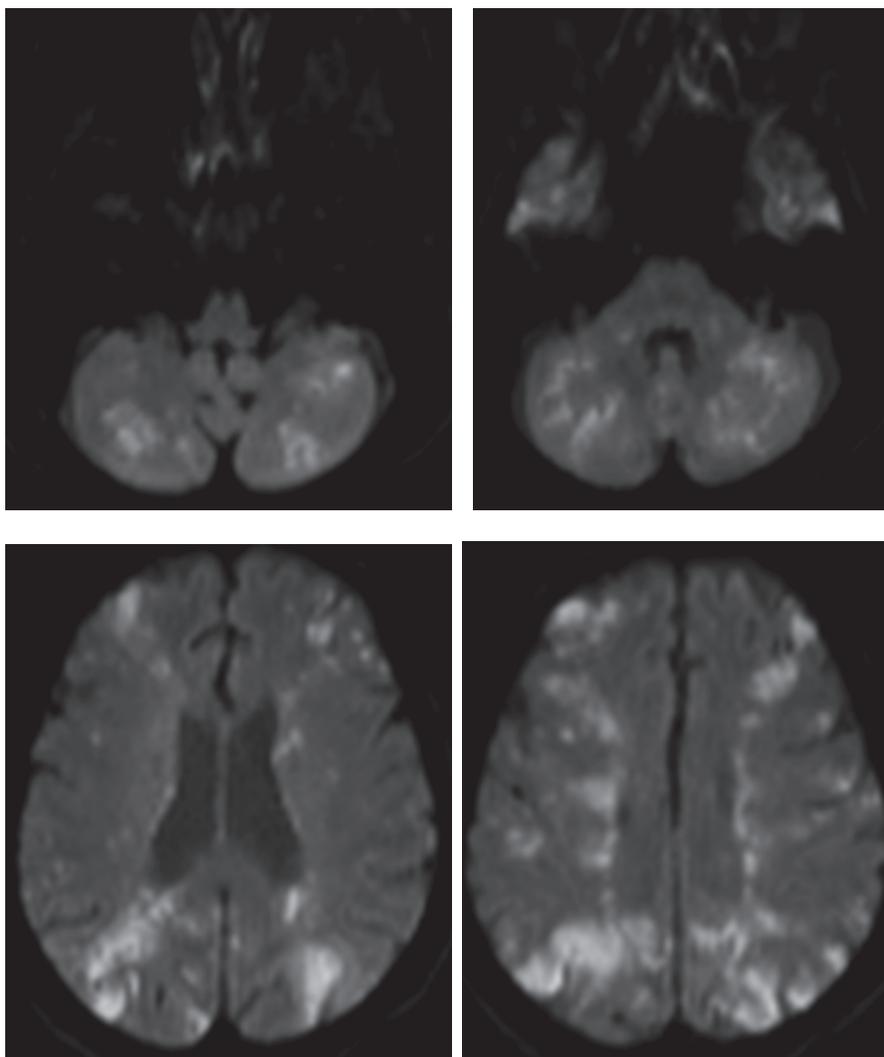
IRM cerebral cortes axiales, secuencia de difusión. Infartos limítrofes internos y externos infratentoriales (superior) y supratentoriales (inferior).
